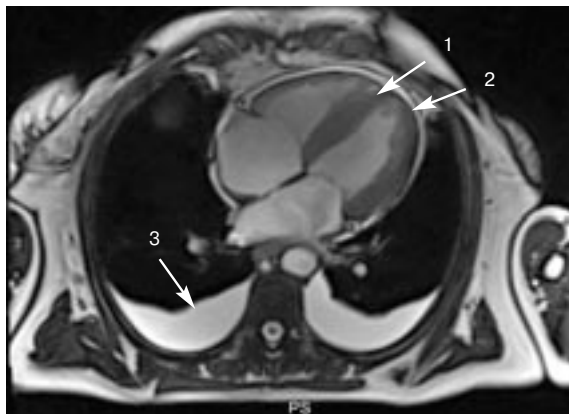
Магнитно-резонансная томография сердца с контрастированием пациентки П. Стрелками указано: 1 – утолщенная межжелудочковая перегородка вследствие накопления амилоида; 2 – гидроперикард; 3 – гидроторакс
